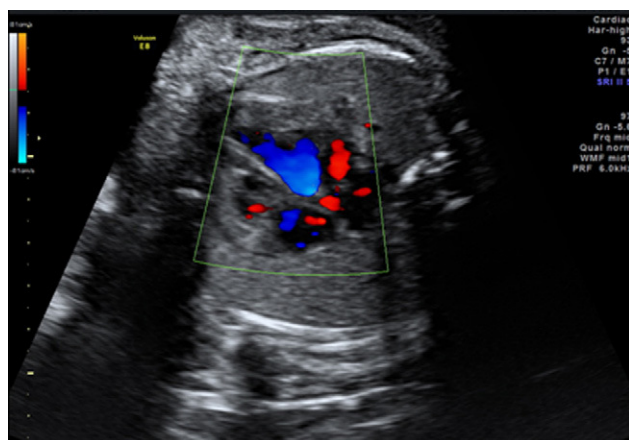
Ecocardiografía fetal mostrando hipertrofia del ventrículo derecho en el caso 2.
